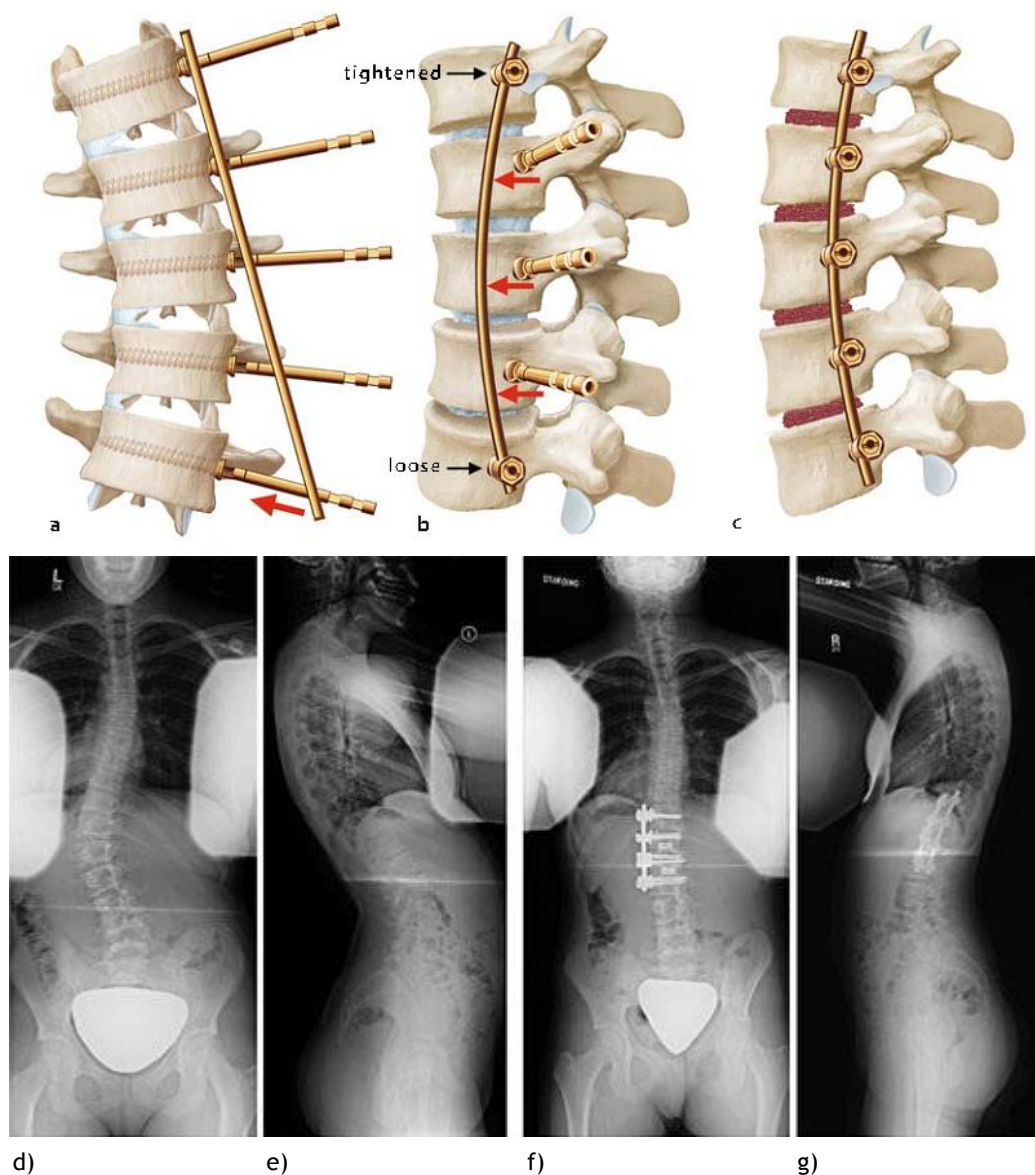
Representação esquemática da cirurgia de correção da EIA por abordagem ventral e radiografias pré e pós operatórias: a) inserção de parafusos pediculares nos corpos vertebrais, assim como a vara do lado convexo da curva. b) apertando os parafusos pediculares no limite superior e inferior, permite uma rotação da coluna vertebral e subsequente encaixe dos outros parafusos pediculares. c) colocação do enxerto ósseo na zona dos discos. d) radiografias de um doente antes da intervenção cirúrgica. e) doente após a intervenção cirúrgica. (Adaptado de (1))
